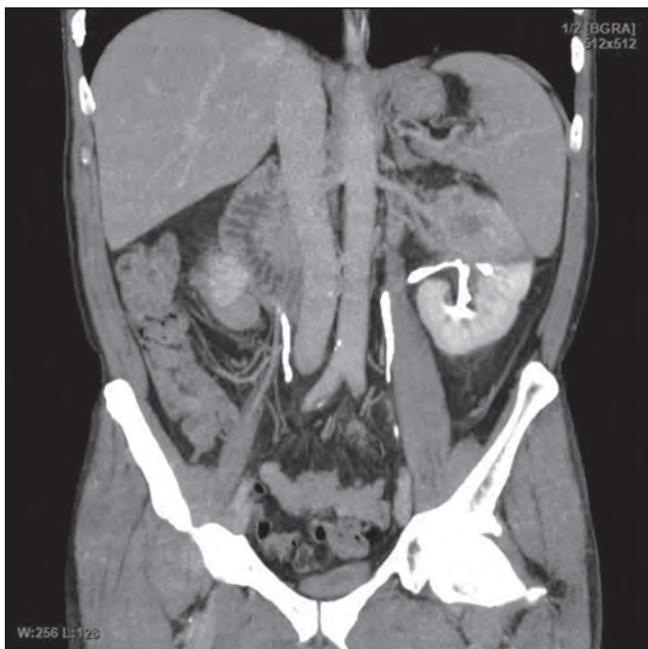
КТ почек с контрастным усилением
